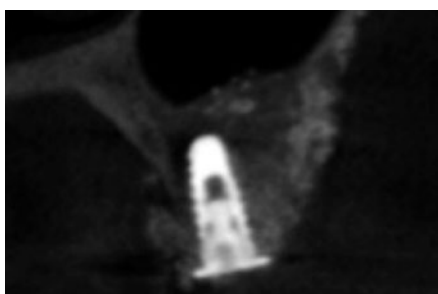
同インプラント埋入後の CT 像。
